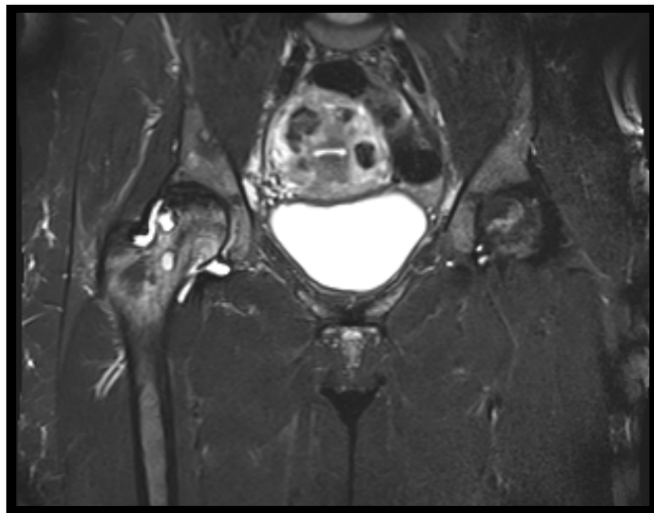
IRM des hanches séquence T2 FATSAT coronale.
